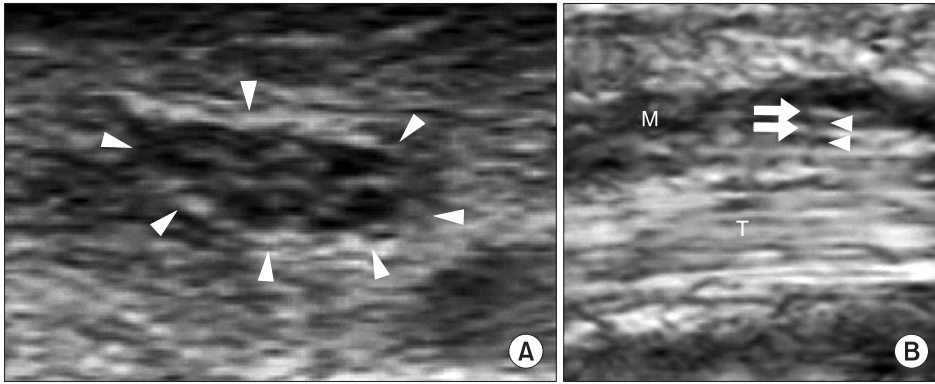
Ultrasonography (US) findings of a normal median nerve. (A) Short axis US image shows well-circumscribed individual structures of different sizes separated by echogenic epineurium (arrowheads). (B) Long axis US image shows the nerve fascicles appearing as elongated hypoechoic bands (arrowheads) that run parallel to each other. The internal epineurium (arrows) separates them more clearly. M, median nerve; T, flexor tendon.
